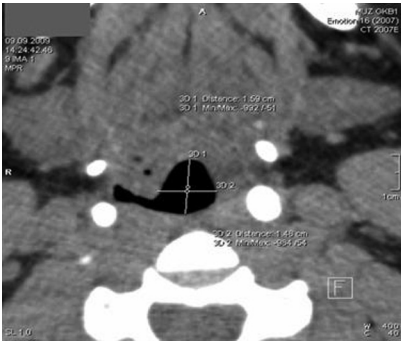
МСКТ пациента П., 23 года. Неизмененный отдел гортани (1,59×1,48 см), аксиальная проекция.
